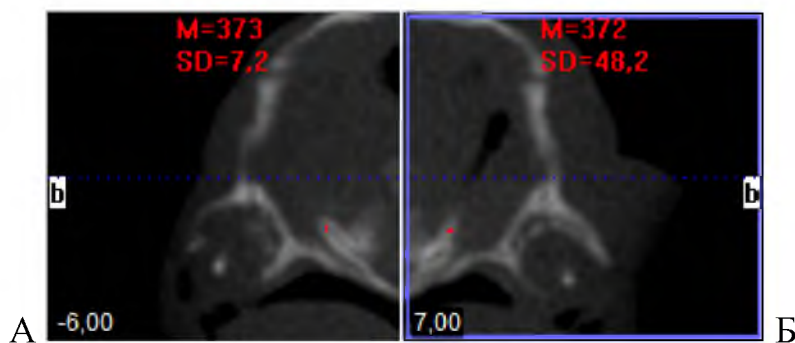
Щільність правої (А) і лівої (Б) половин леміша новонародженого. Томограма. Сагітальні зрізи
